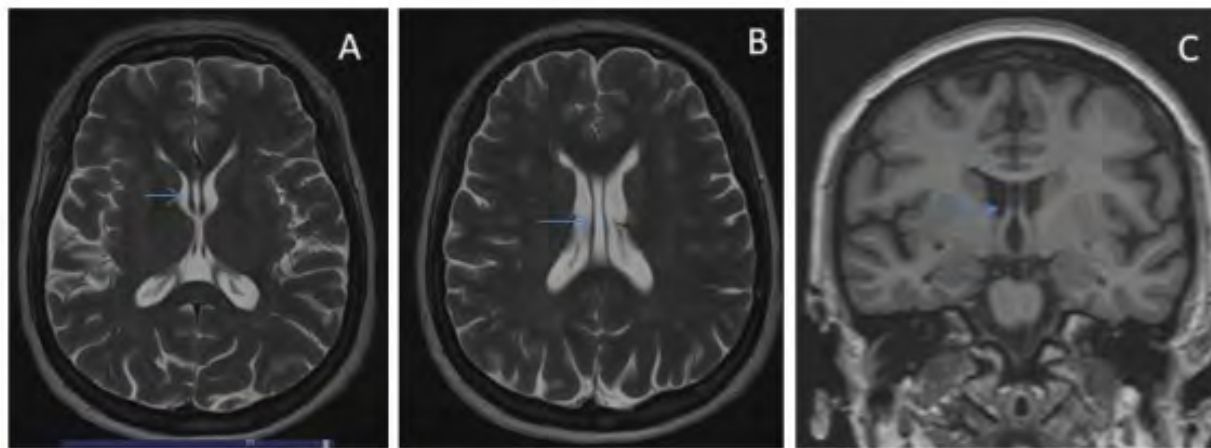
RM craneal: A y B: T2 axial. C: T1 coronal.
